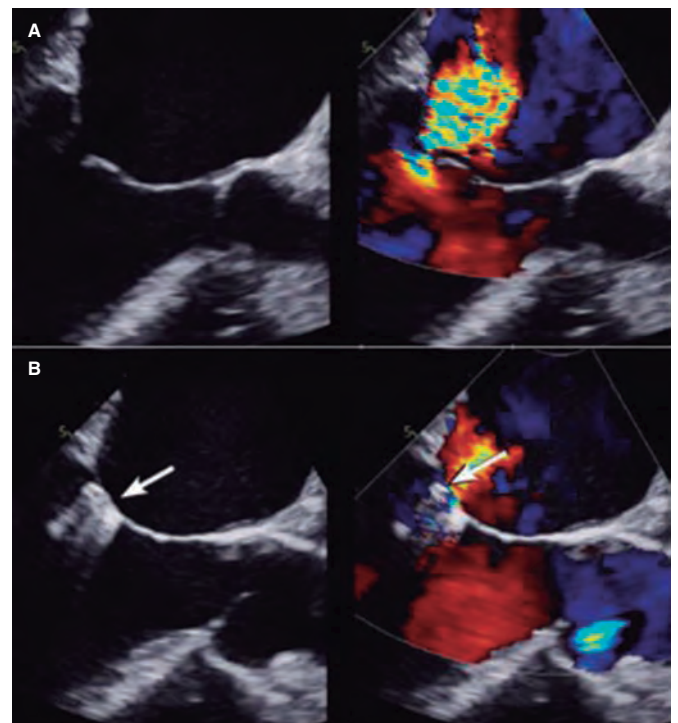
Imagen de ecocardiografía transesofágica bidimensional. A: insuficiencia mitral previa a la colocación del clip. B: se aprecia el clip como una sombra acústica. En la imagen en color se ve la dificultad de valorar el radio del área de isovelocidad proximal y la vena contracta por interferencia del dispositivo (señalado con la flecha). Reproducida con permiso de Mayo Clinic⁷.
